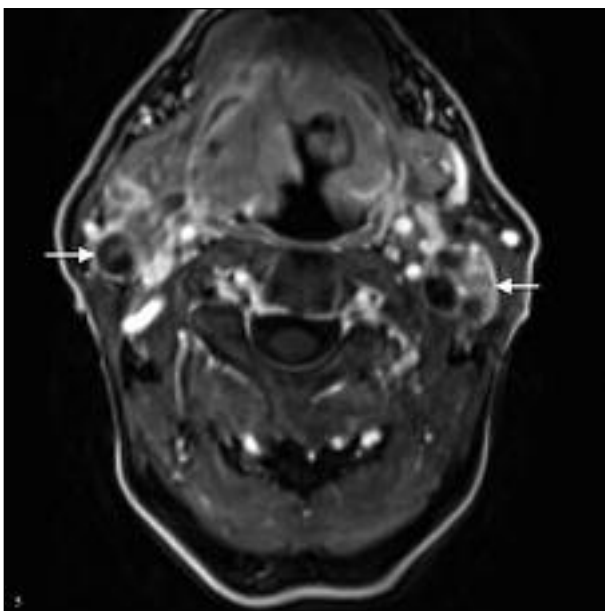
Na CT-preiskavi s kontrastnim sredstvom sta obojestransko v regiji III vidni maligno spremenjeni bezgavki okrogle oblike z osrednjo nekrozo (označeni sta z belima puščicama).
